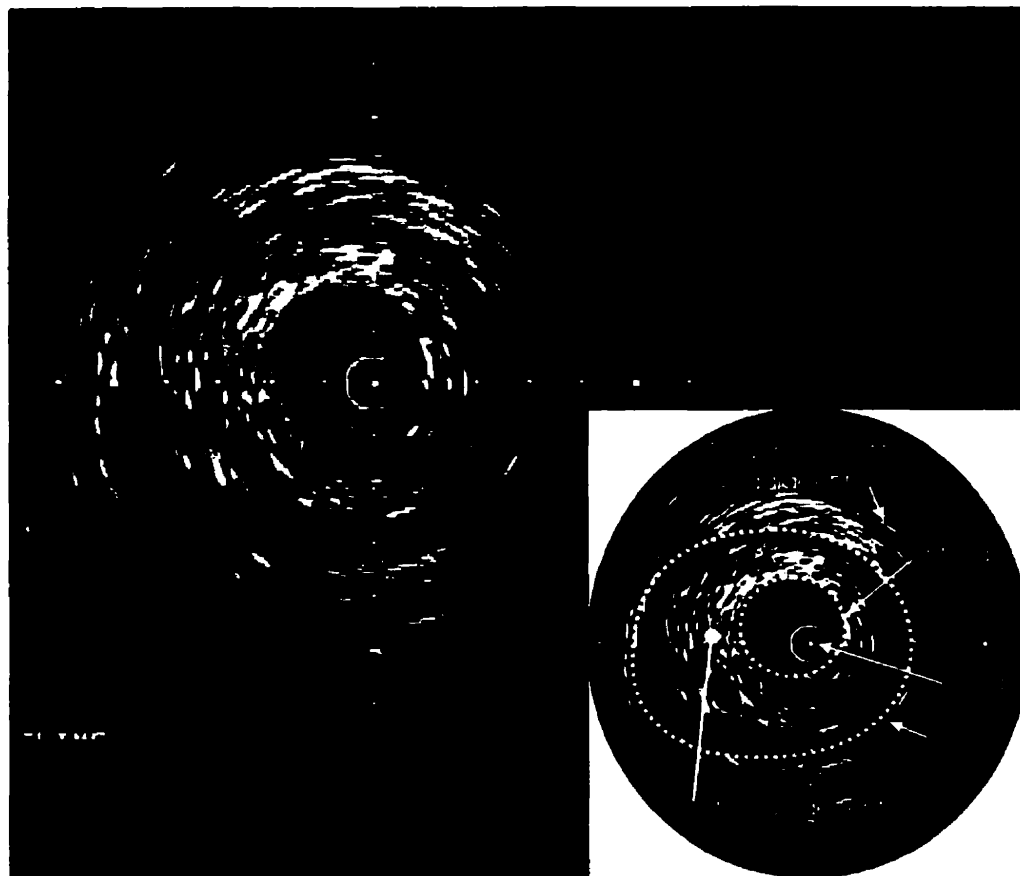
Coupe du fantôme laminé, par endoscopie ultrasonique.
